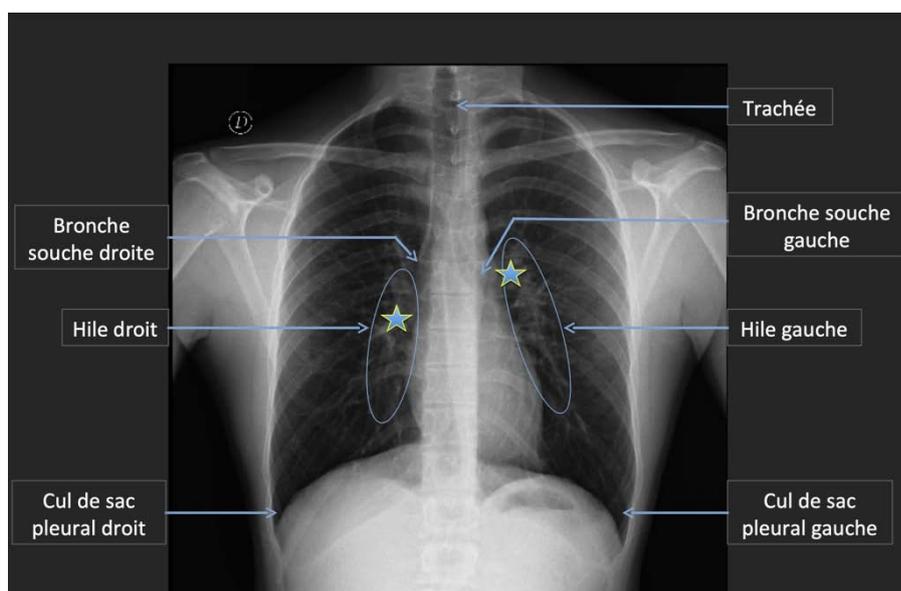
Le hile pulmonaire sur une Radiographie thoracique de face
